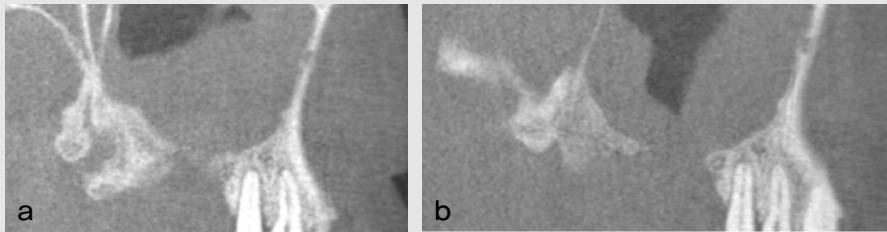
After 2 weeks, decrease of mucosal thickening was seen in the image of cone beam CT. (a) The the first visit, (b) After 2 weeks
